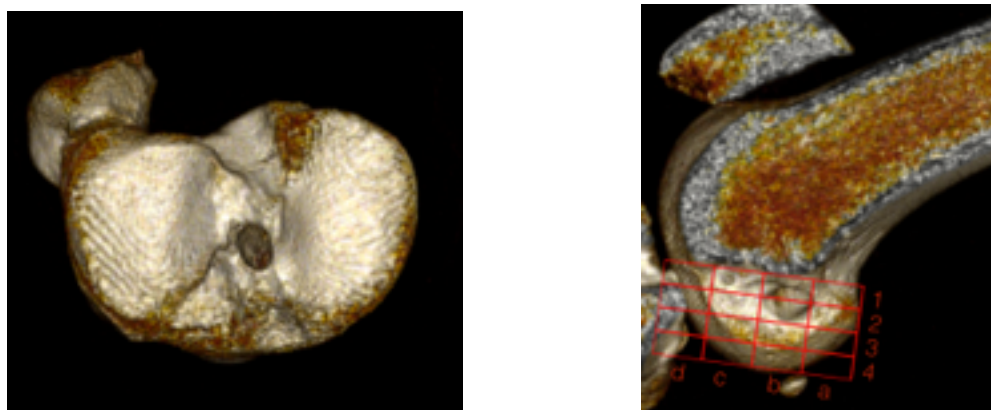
Reconstrucción con TC de los túneles del Caso 3
